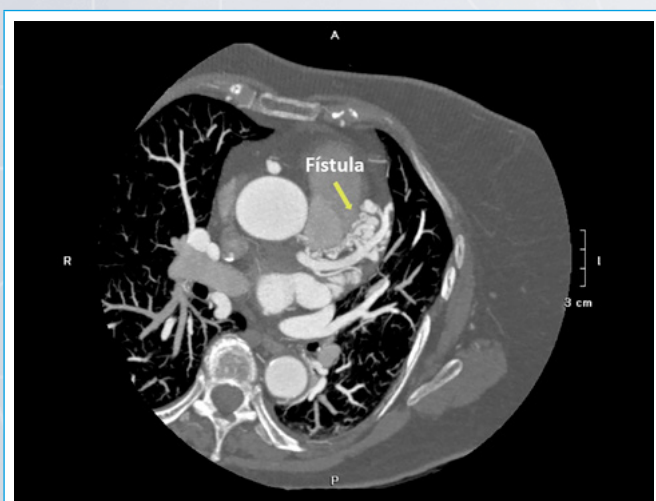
TC coronaria donde se ve la fístula en torno a la arteria coronaria descendente anterior
